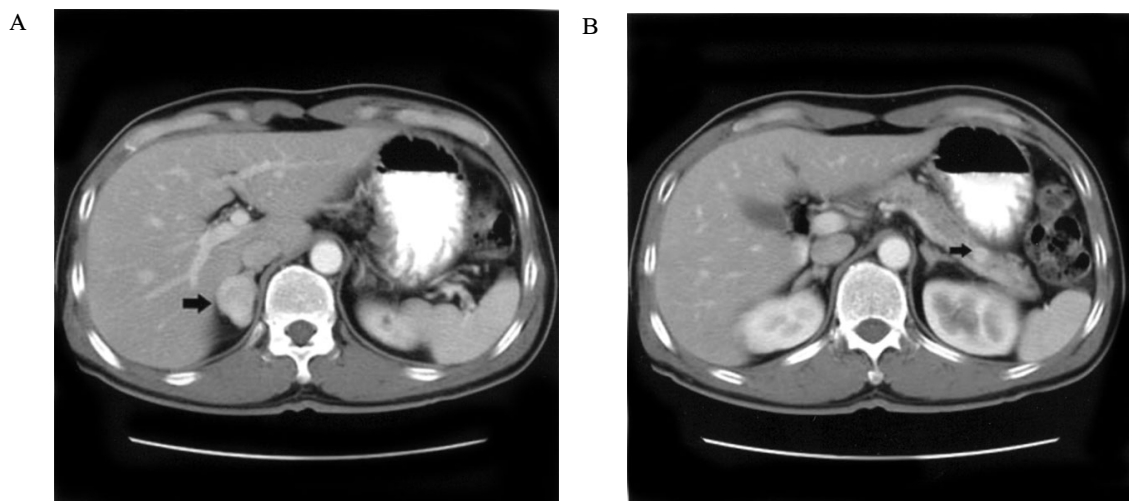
Abdominal computed tomography showing (A) about 2.8 cm sized well enhancing mass was noted in the right adrenal gland (arrow) and (B) 1 cm sized well enhancing round nodule was also noted in pancreatic tail (arrow).
